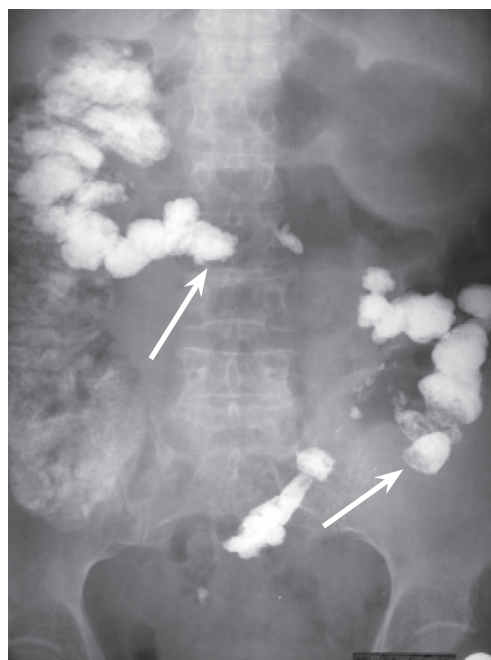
Рентгенологическое исследование транзита бария сульфата по толстой кишке после экстирпации прямой кишки и выполненной тазово-промежностной колопластики. Стрелкой указана задержка бария сульфата в проекции сформированных удерживающих клапанов
